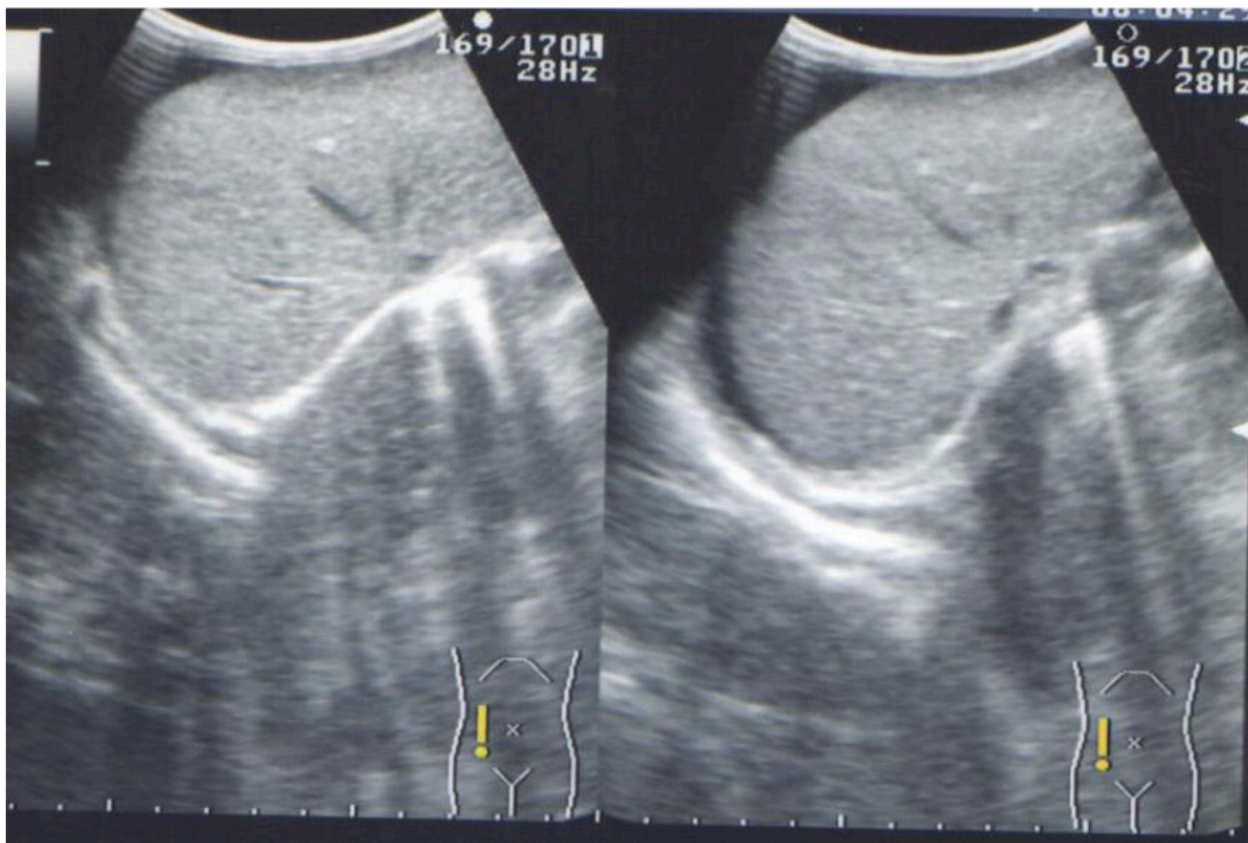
УЗИ брюшной полости ребенка в динамике
